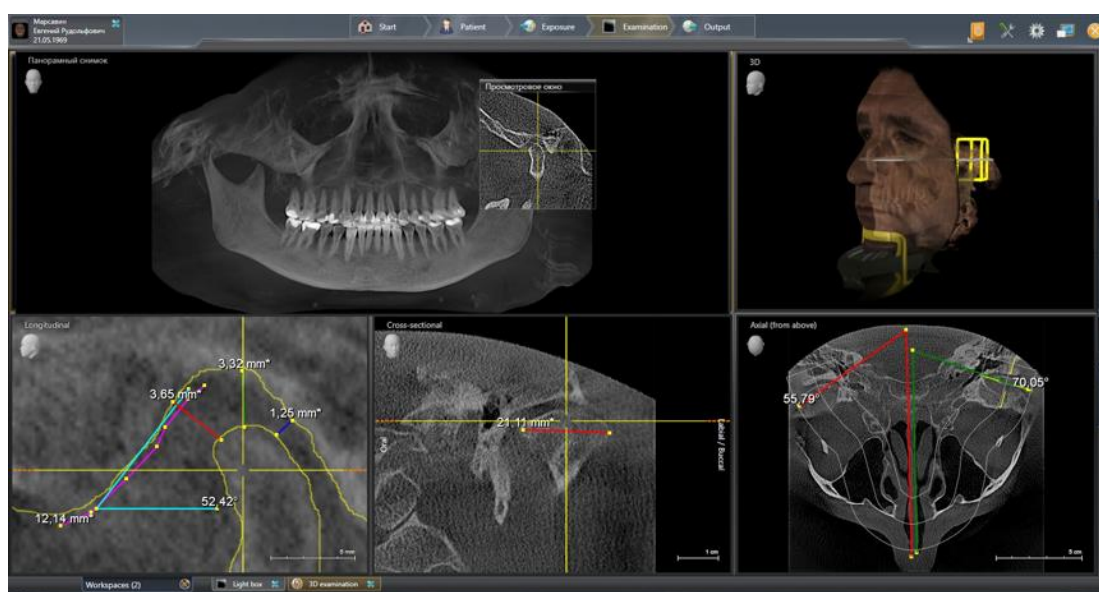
КТ ВНЧС пациента Е., 51 год (слева)
